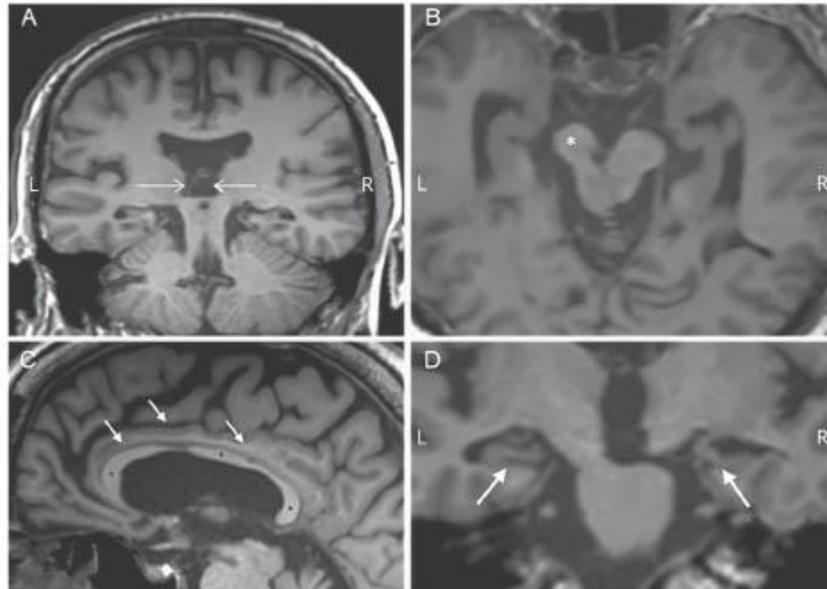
AD's brain: T1-weighted MRI showing bilateral atrophy of the fornix (white arrow on coronal image A); predominantly right-sided mesencephalon atrophy (white * on axial image B); corpus callosum atrophy (black *) with focal slimming located on the body of the corpus callosum and cingulate gyri atrophy (white arrow) on sagittal image C and bilateral and slightly left-lateralized hippocampal atrophy (white arrow on coronal image D). L = left; R = right.
